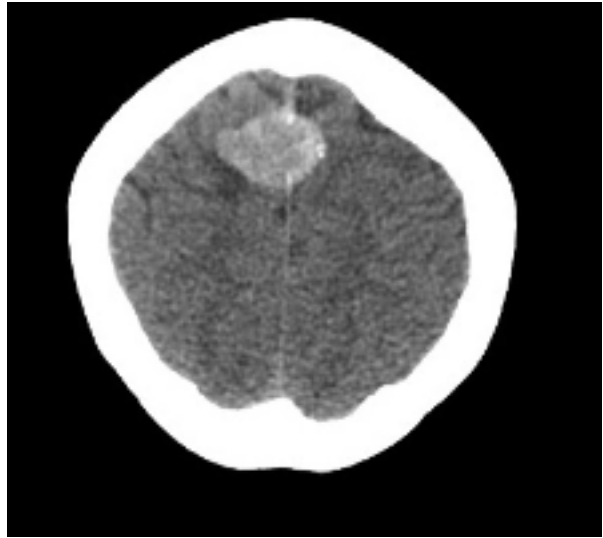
TC senza contrasto piano assiale
